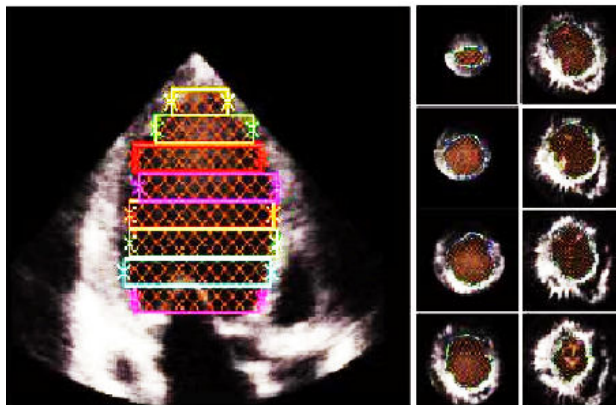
Bei der Simpson-Regel wird das Gesamtvolumen aus der Summe der einzelnen Volumina mehrerer kreisförmiger Scheiben zusammengefasst z.B. mit Hilfe der 3D-Echokardiographie [44].
